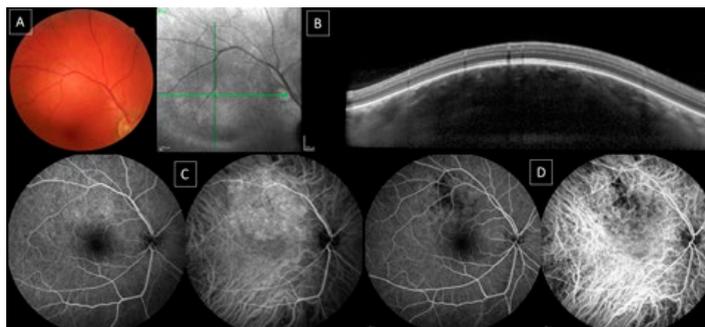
Hemangioma coroideu circunscrito. A - retinografia. B - tomografia de coerência ótica: superfície anterior hiperrefletiva e com baixa resolução do seu interior; C - angiografia fluoresceínica (esquerda) e angiografia com verde de indocianina (direita) nas fases precoces: hiperfluorescência ligeira e hipercianescência marcada D - angiografia fluoresceínica (esquerda) e angiografia com verde de indocianina (direita) nas fases tardias: fenómeno de *washout*.
